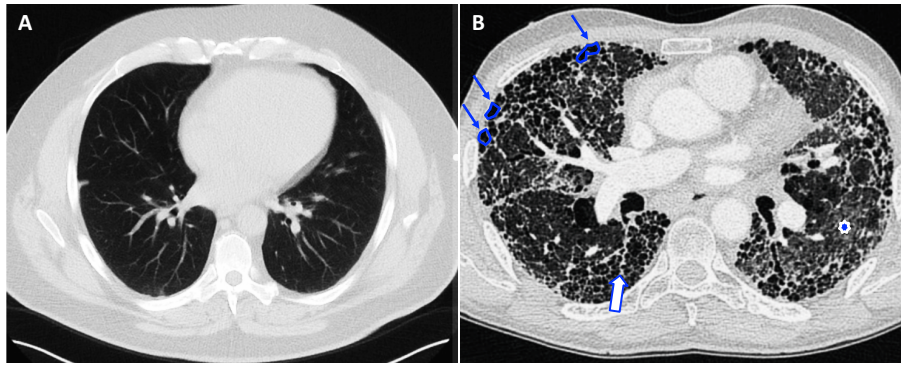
Le diagnostic de FPI : l'examen radiologique. Image obtenue par tomographie assistée par ordinateur thoracique à haute résolution de patients témoins (A) et FPI (B). La présence à prédominance sous-pleurale de lésions kystiques en forme de rayon de miel (flèches simples + contours), de bronchectasies par traction (flèche pleine), et les réticulations (étoile) pose le diagnostic sans équivoque de FPI (B). Rares sont les patients présentant cette multiplicité de lésions, des examens complémentaires sont alors à réaliser pour affirmer le diagnostic. D'après (Cottin *et al.*, 2014).
